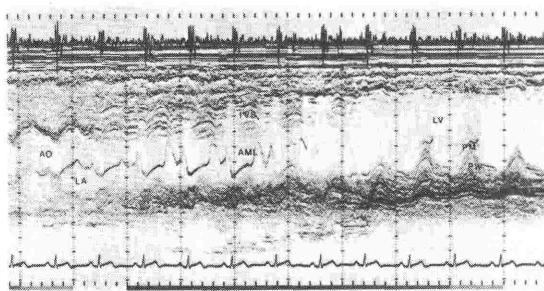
前壁心筋梗塞のMモード心エコー図. AO: 大動脈, LA:左房腔, AML:僧帽弁前尖, IVS:心室中隔, LV:左室腔, AW:前壁, PM:乳頭筋, PW:後壁
